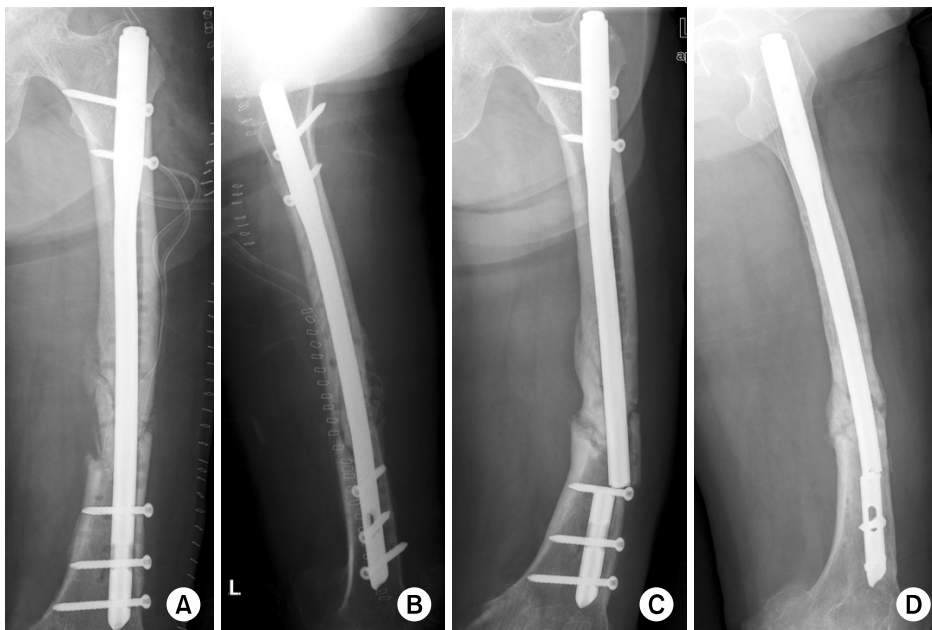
(A, B) Third postoperative radiographs show the fracture treated with an antegrade femur nail that preserved the anterior and lateral bowing of the femur. (C, D) 9 months after the third operation, a fatigue fracture occurred at the most proximal hole among the distal locking holes.
